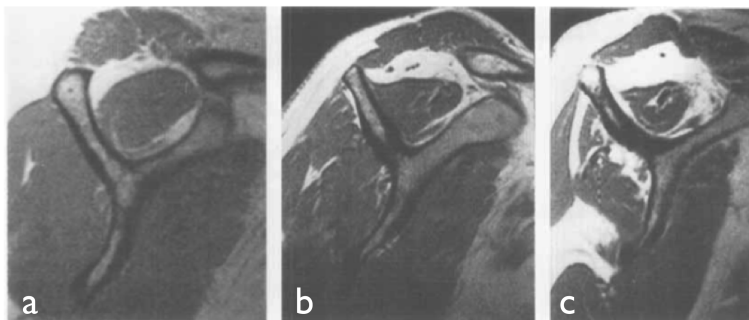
Sagittale MRT-Aufnahmen in T1-Wichtung mit Darstellung der Atrophie Thomazeau *et al.*⁹⁸. (a) Grad I, (b) Grad II und (c) Grad III.⁹⁸
